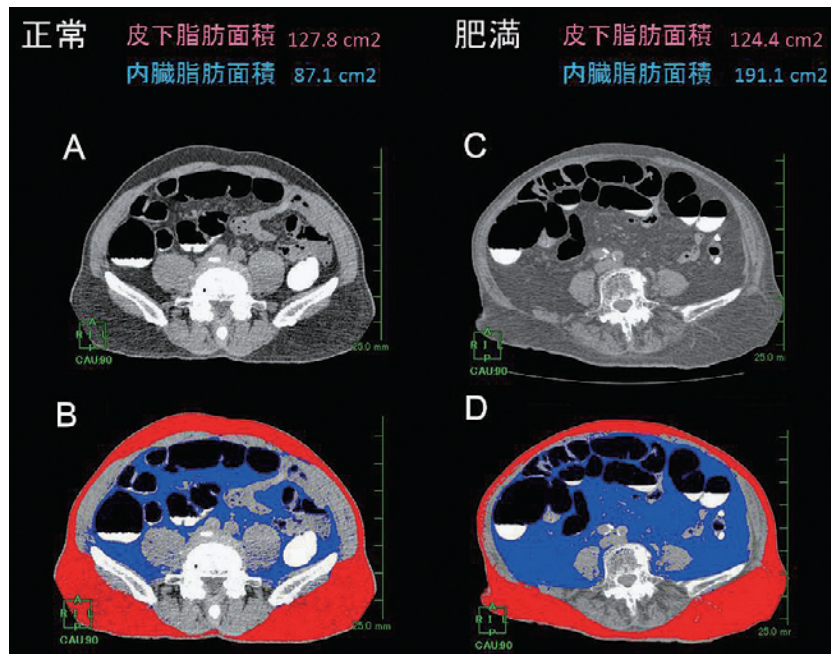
腹部CT断層像：皮下ならびに内臓脂肪面積測定。正常 通常断層像 (A)，脂肪面積測定 (B)。肥満 通常断層像 (C)，脂肪面積測定 (D)。
